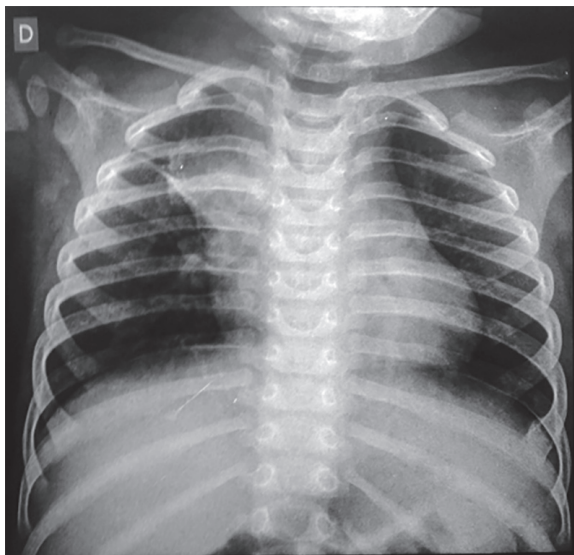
Radiografia simples de tórax demonstrando opacidade em lobo superior direito sugestiva de atelectasia.
